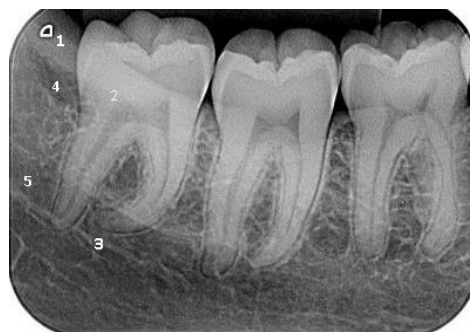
Radiografía dentoalveolar de zona 8¹²
